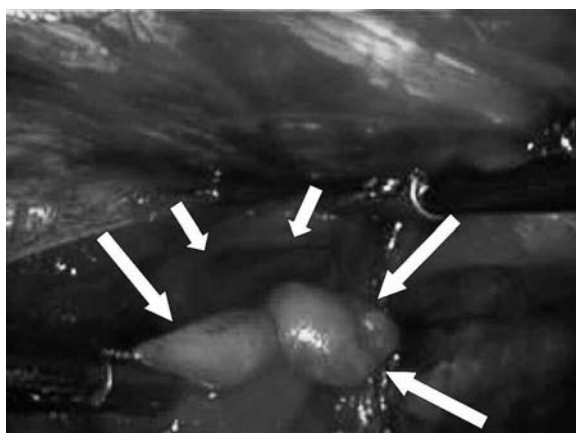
Imagen laparoscópica del mismo paciente. Al ser una visión desde el interior del abdomen resulta una imagen especular con respecto a la de la ecografía. La derecha es lateral. Se ha retirado la grasa (flechas largas) y expuesto el orificio herniario (flechas cortas) como manobra previa a su reparación.
